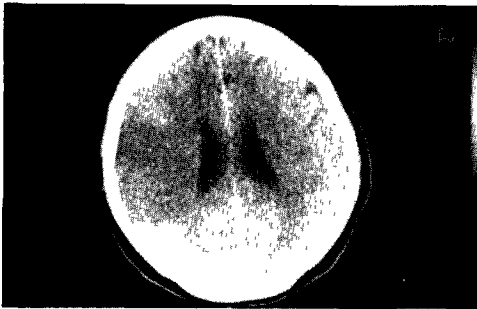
Brain CT shows relatively well demarcated low density area in left temporal and posteroparietal area.
